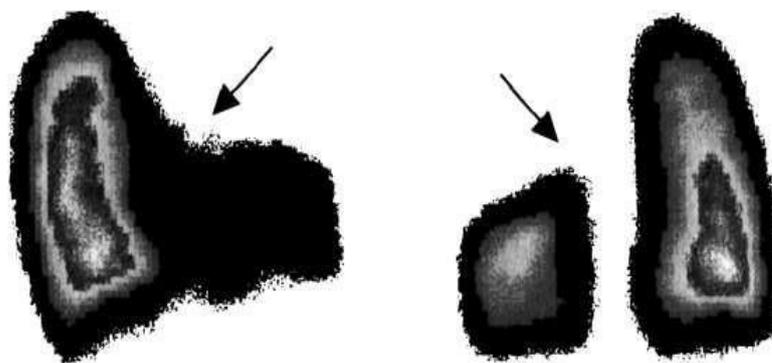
Радиоизотопное исследование лёгких при врождённой локализованной эмфиземе. Определяется редукция перфузии в зоне порока (указана стрелкой).
